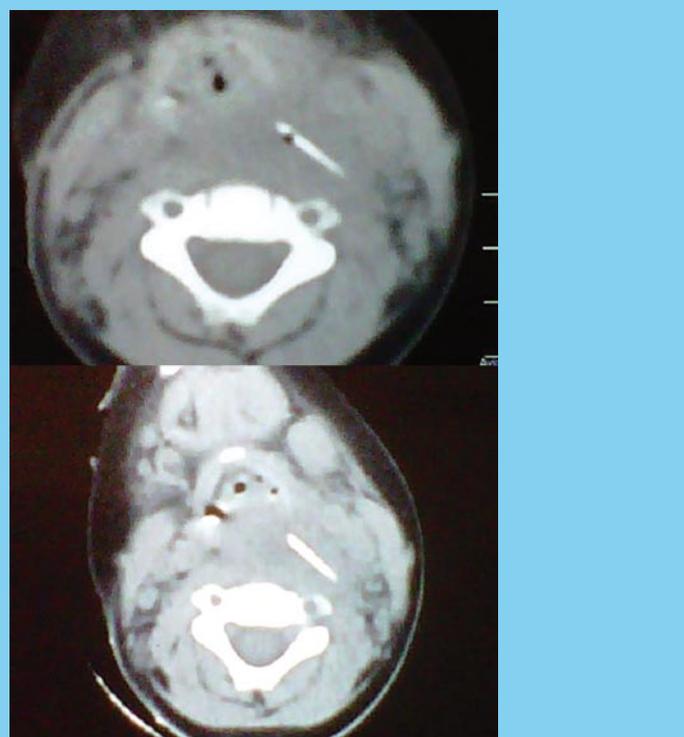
Tomografía de Cuello: presencia de cuerpo extraño
